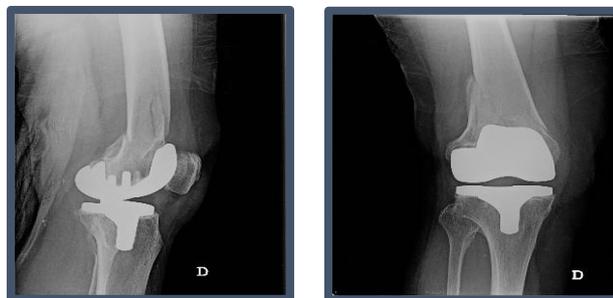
Radiografía anteroposterior y lateral de una fractura periprotésica femoral de la rodilla derecha. Imágenes cedidas por HUMV.
